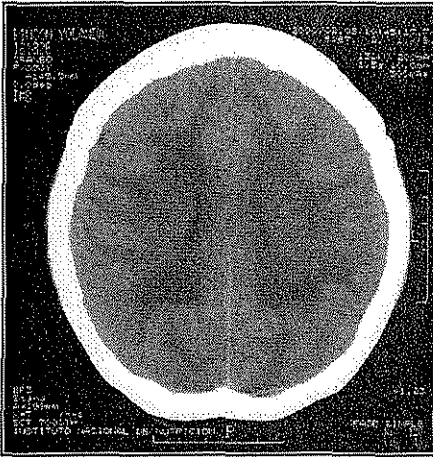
Tomografía craneal sin contraste, corte axial a nivel del núcleo semioval en paciente portador de SKS, en la que resalta la marcada hipodensidad de la sustancia blanca.
